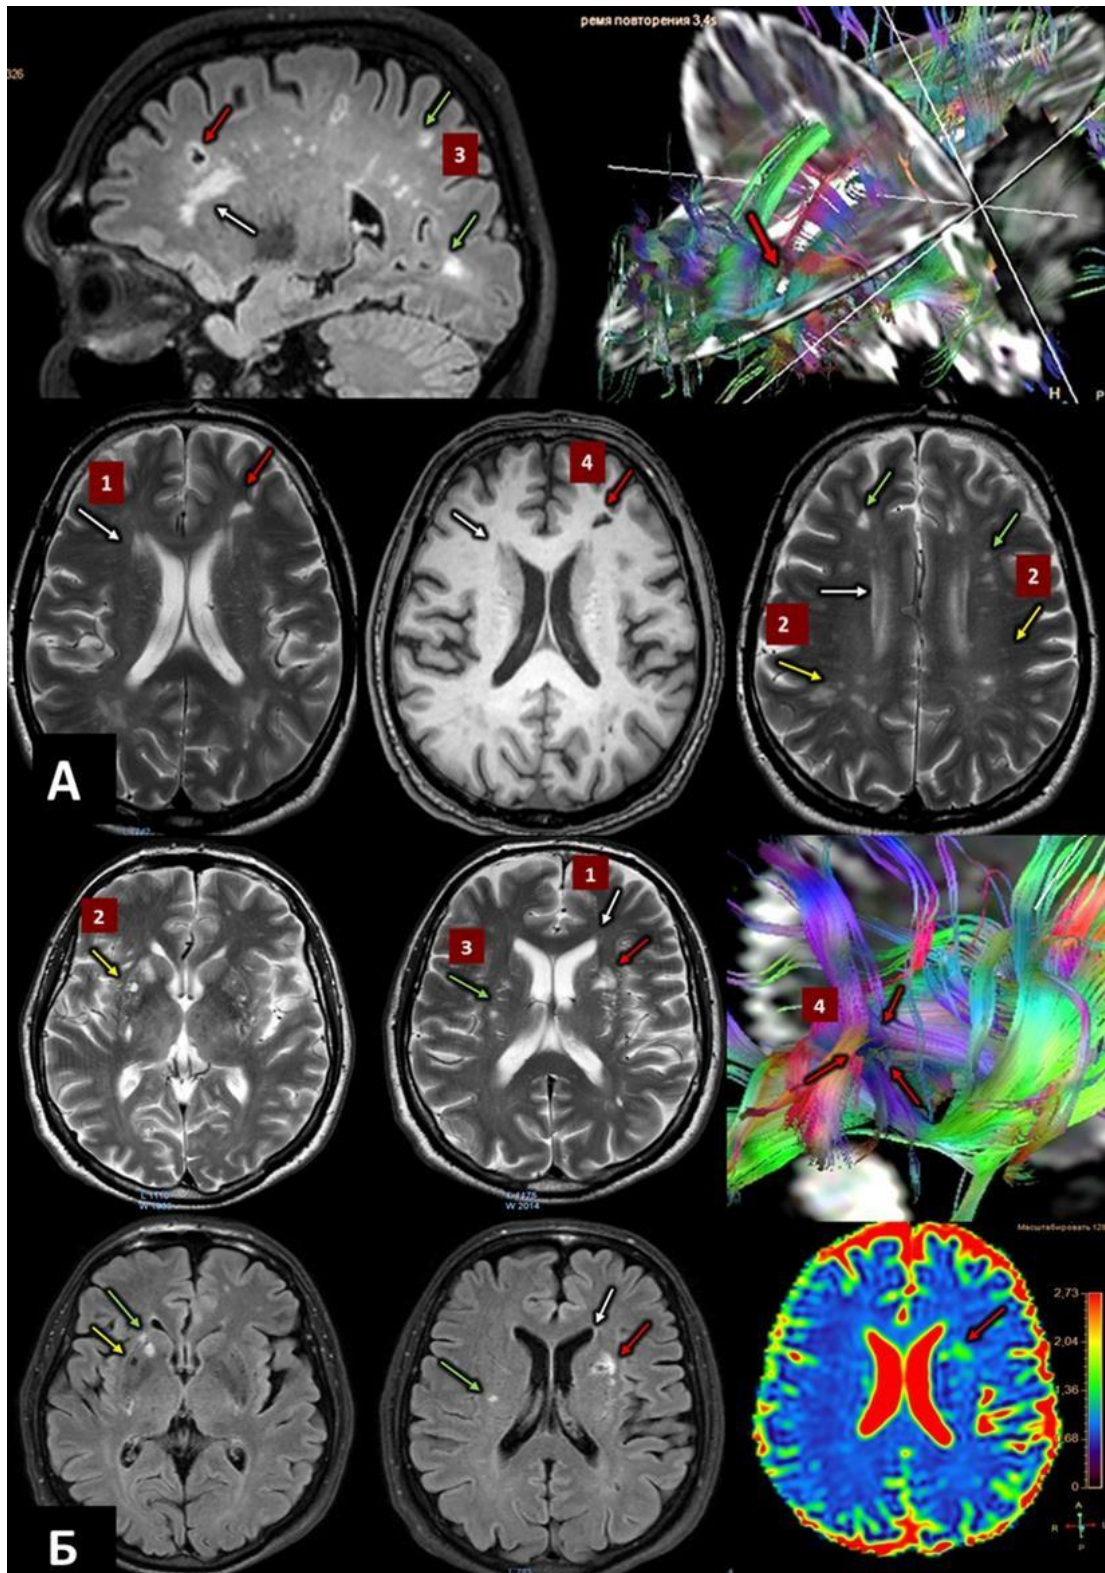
МРТ: T₂WI, T₁WI, FLAIR Sense, DWI, DTI fiber trac (коментар в тексті): А - пацієтки Б., 54 р. (тривалість захворювання на АГ – 7 р.), Б – пацієнта Л., 66 р. (тривалість захворювання на АГ – 9,5 р.)
